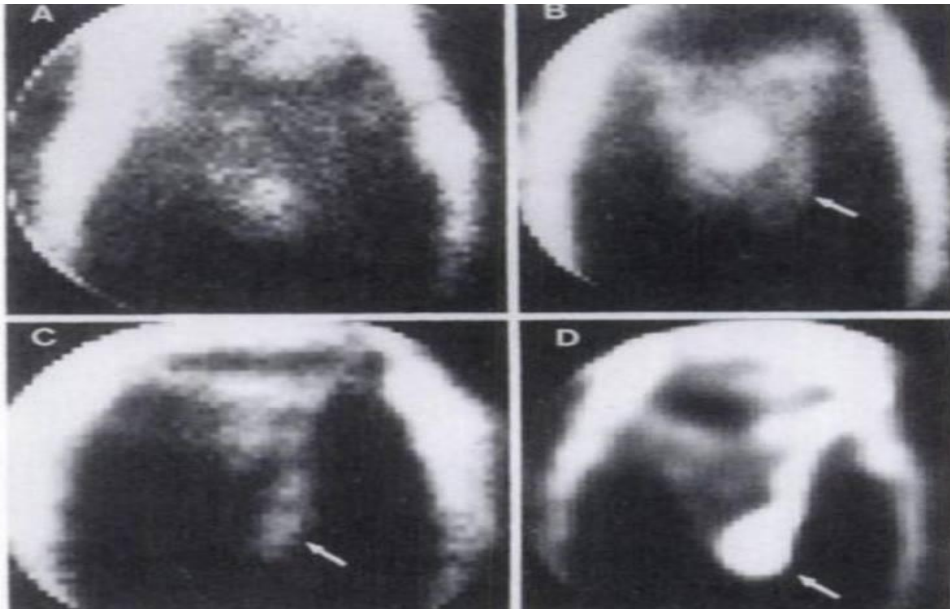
Aspect scintigraphique des différents grades de varicocèle [57].
